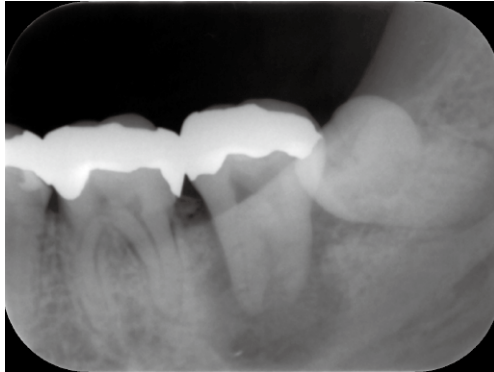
Preoperative intraoral radiograph of the left mandibular second and third molars
